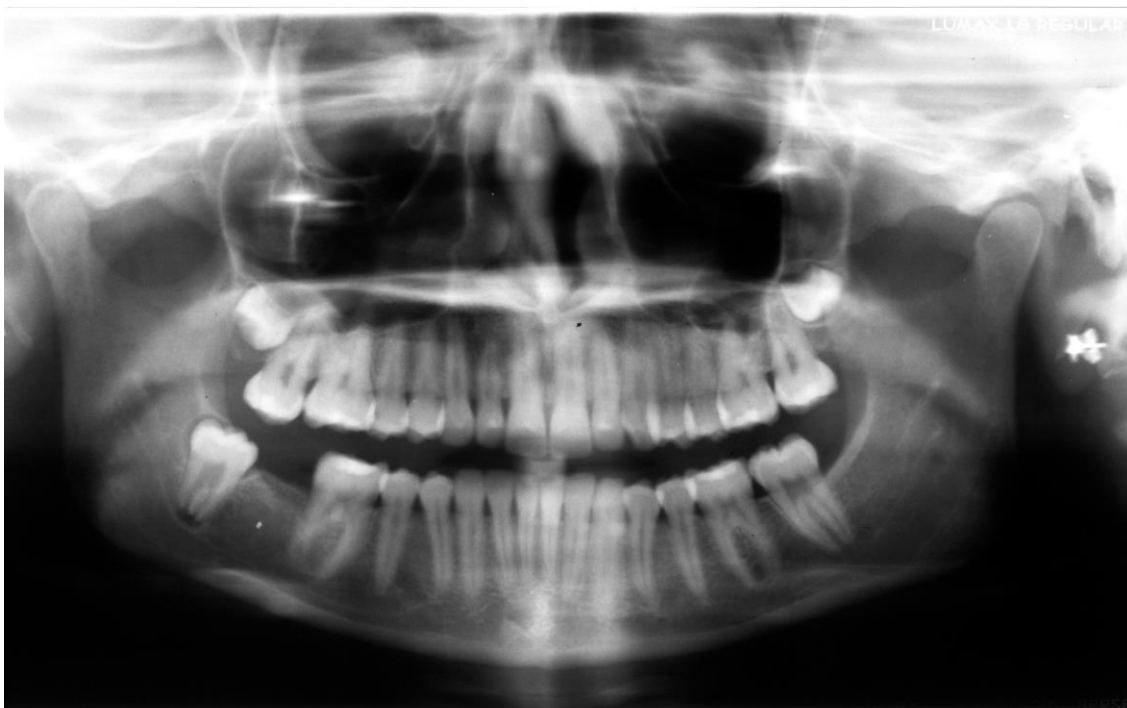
Radiografia panorâmica analógica (14/04/2011)
